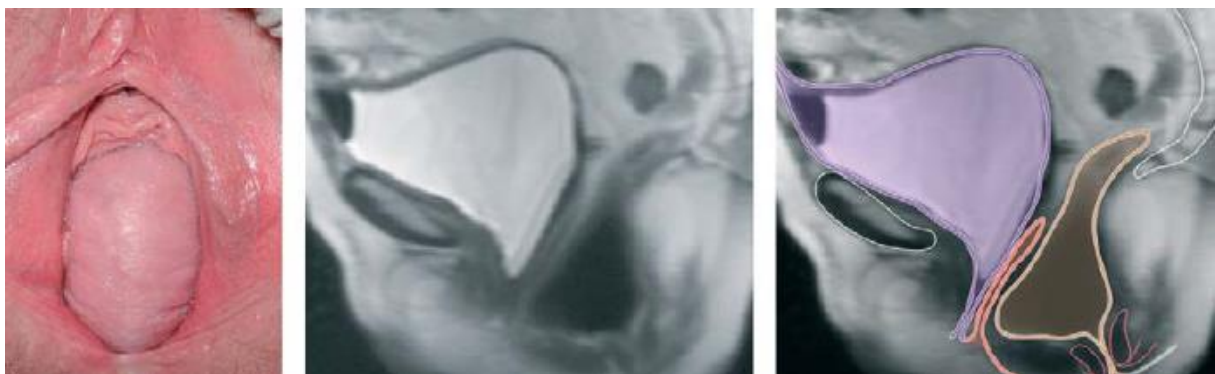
Εικόνα κυστεοκήλης ασθενούς σε θέση λιθοτομής και MRI απεικόνιση (11)
